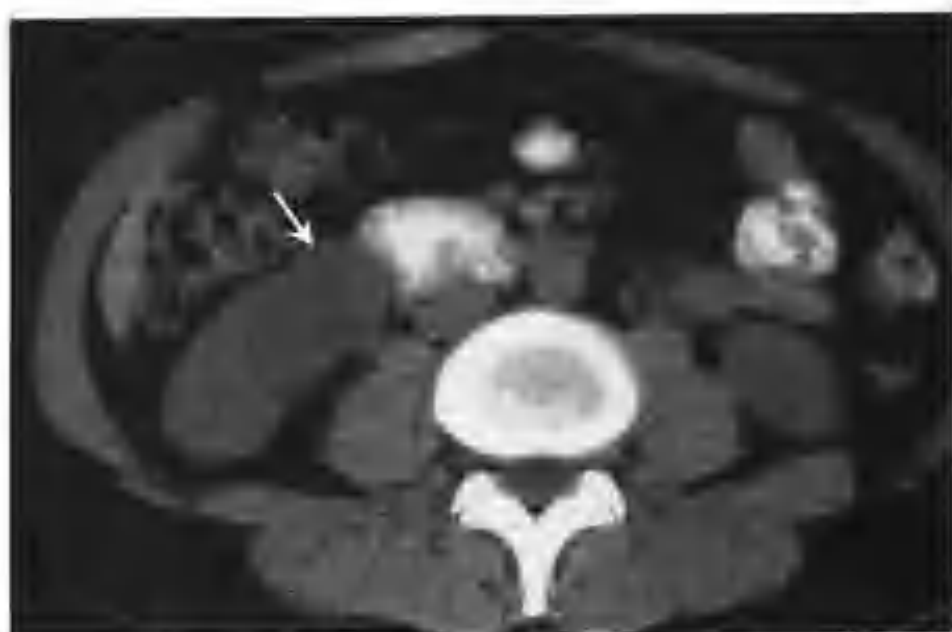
右肾细胞癌（CT 示右肾下极一个 3.0cm × 3.0cm 的病灶，平扫密度略低（箭头））
